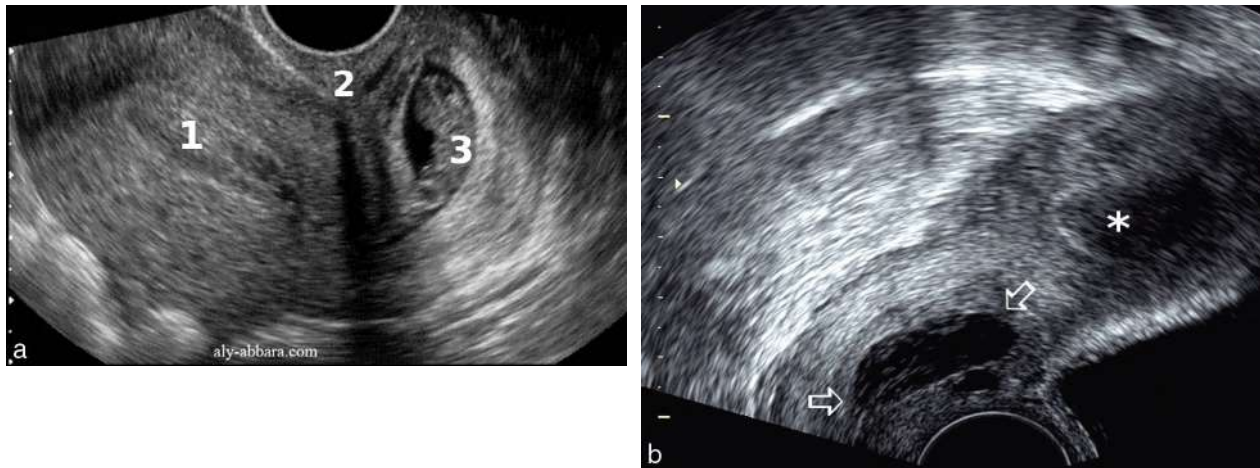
Les GEU rares (échographie vaginale). a. Grossesse cervicale. L'œuf embryonné (3) avec sa VO est bien visible dans la cavité cervicale, en dessous de l'isthme utérin (2). La cavité utérine (1) est vide avec un endomètre décidualisé. b. Grossesse cervicale (⇒) avec un œuf mort dans le col. Cavité utérine (*) vide avec une hématométrie. Il ne s'agit pas d'un avortement en cours car le saignement est minimal, il n'y a pas de contraction utérine et la position reste stable pendant quelques jours (traitement par méthotrexate, élimination spontanée). Source : *fig. 3.37a, image du Dr A. Abara.*
